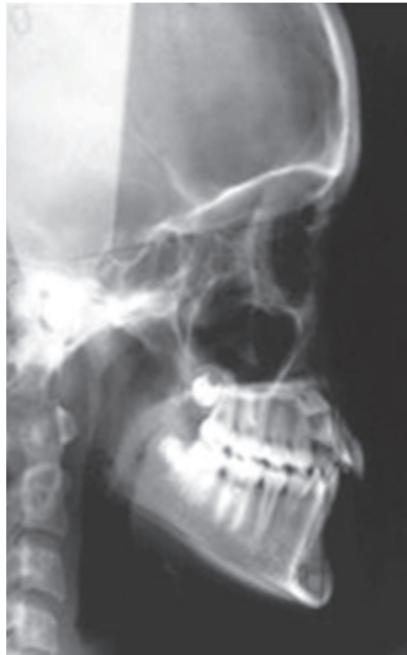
Téléradiographie de profil permettant de visualiser l'inclusion de la 13 (22)
